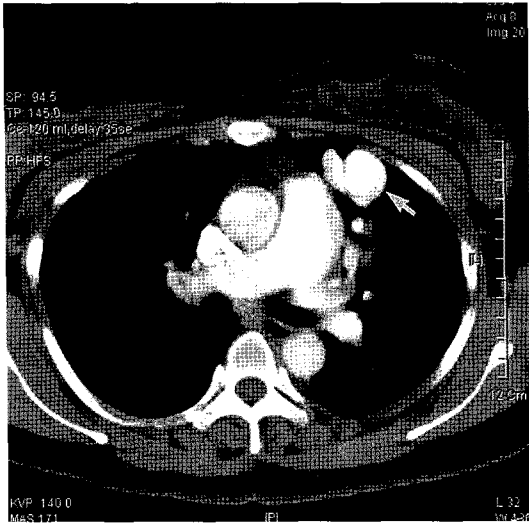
Chest CT : Round enhanced mass is noted at the left upper lung area. The mass has the same density as the aorta. (White arrow)
